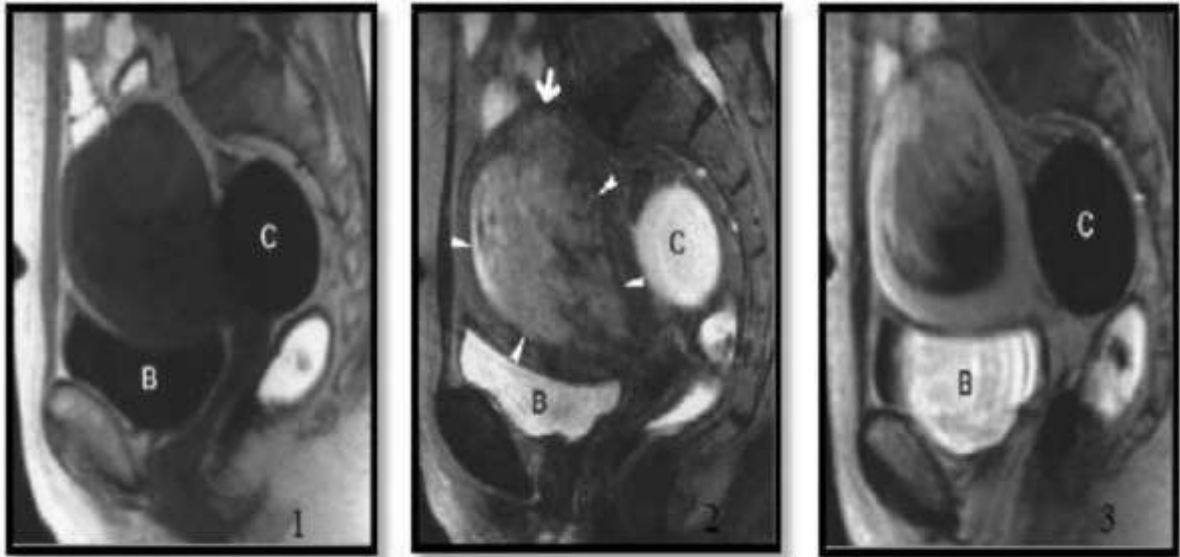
Aspect IRM d'une patiente de 58 ans porteuse de sarcome du stroma Endométrial de haut grade
